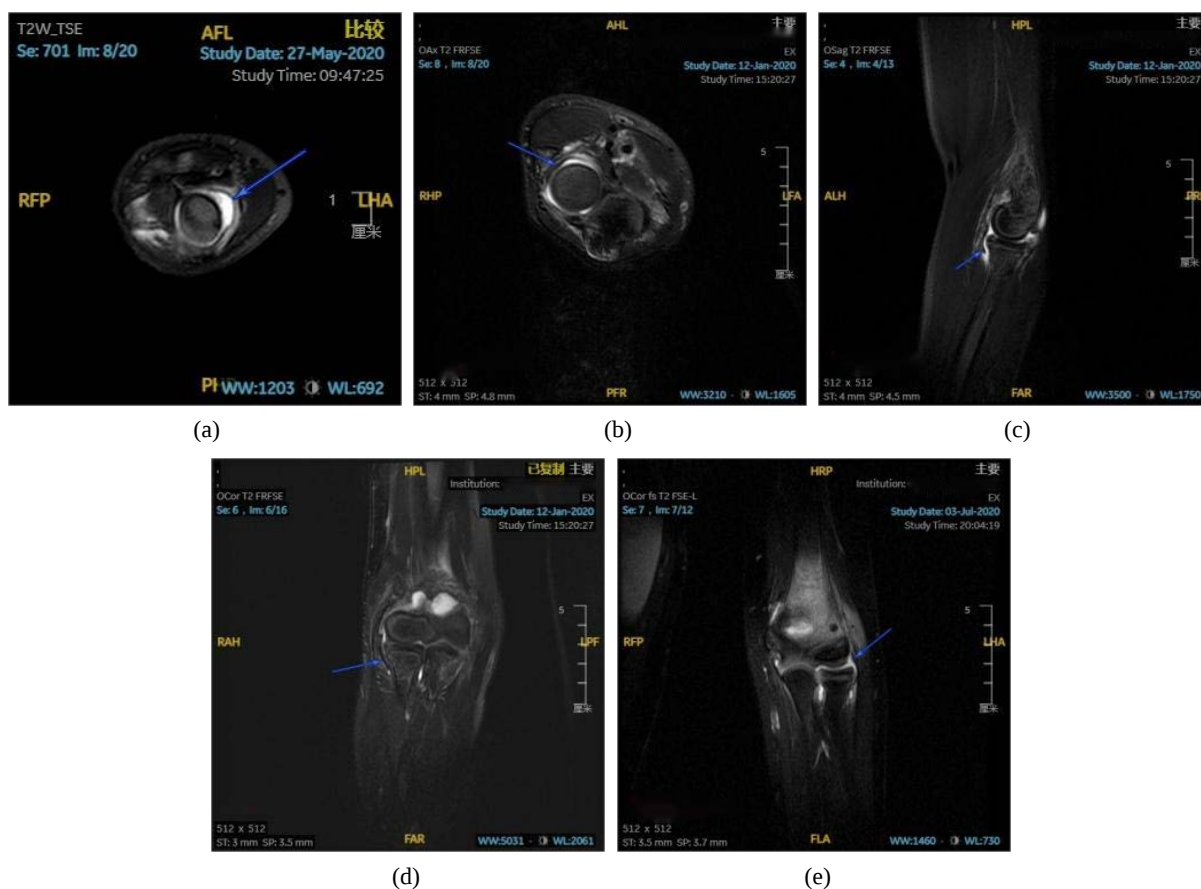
MRI findings of the normal annular ligament
